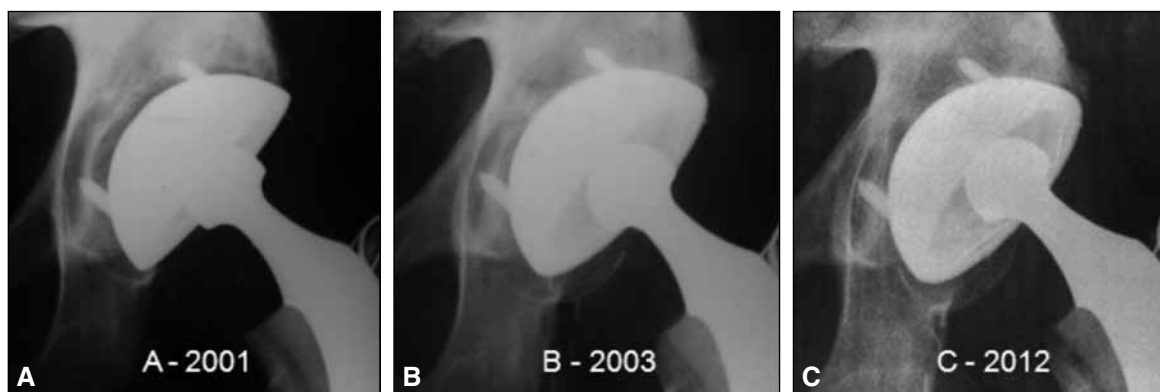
A. Radiografía posoperatoria inmediata de un reemplazo total de rodilla izquierda con un ctilo con púas (modelo 300). Obsérvese la brecha en las tres zonas de DeLee-Charnley. B. A los 2 años de la cirugía, nótese el relleno de la brecha. C. A los 11 años de la cirugía, integrado y con desgaste del inserto de polietileno.
